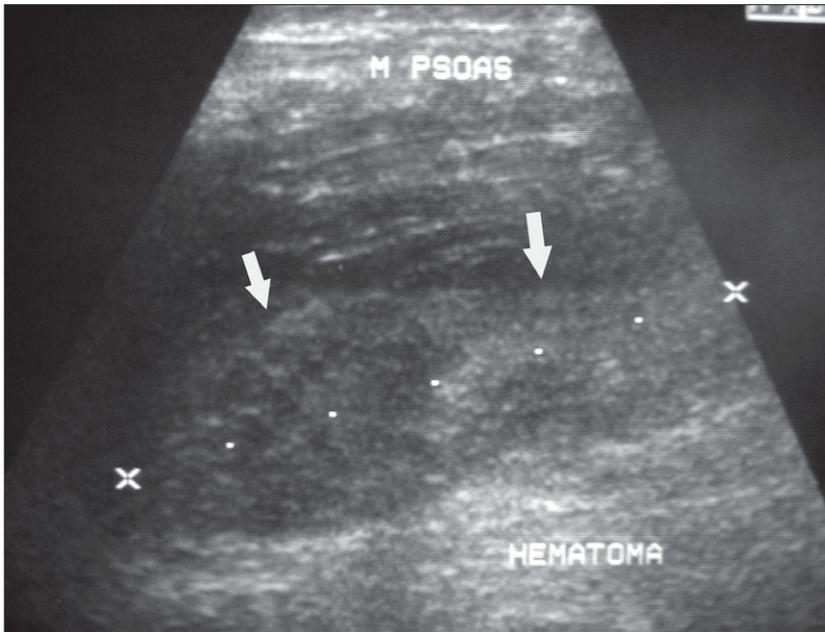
Ultra-sonografia de abdome de paciente hemofílico de 7 anos de idade, com quadro agudo de dor abdominal à direita. Observa-se músculo psoas direito no seu eixo longitudinal apresentando formação alongada, heterogênea, discretamente hiperecogênica (setas brancas), correspondendo a hematoma de músculo psoas direito.
